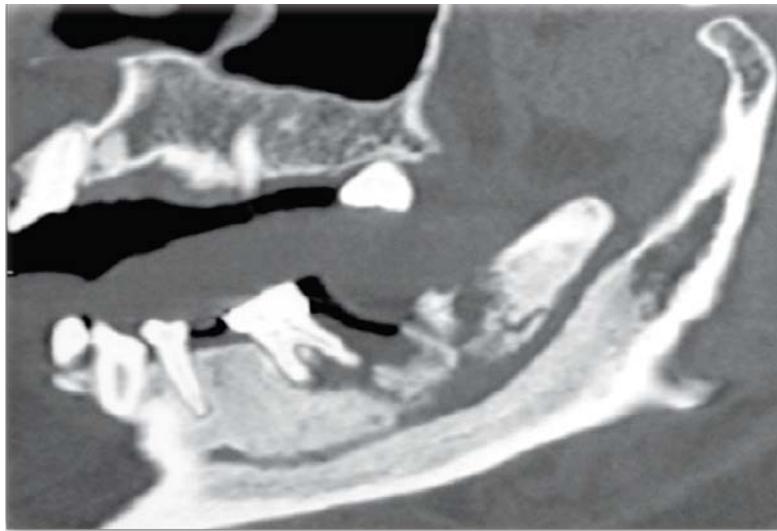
Tomografía Computarizada corte coronal en donde se observa zona osteolítica. <http://www.medicinaoral.com/libros/bisfosfonatos/capitulo.pdf>.
